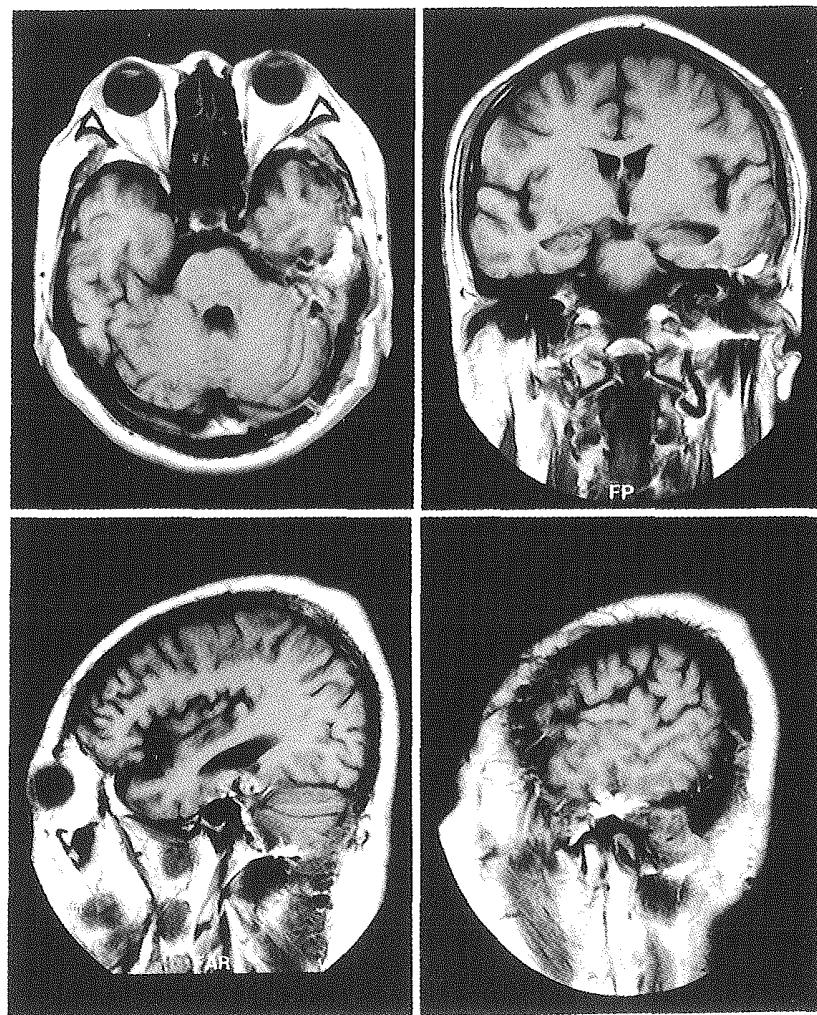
症例1の術後36日目（5月19日）のMRI T₁強調画像
